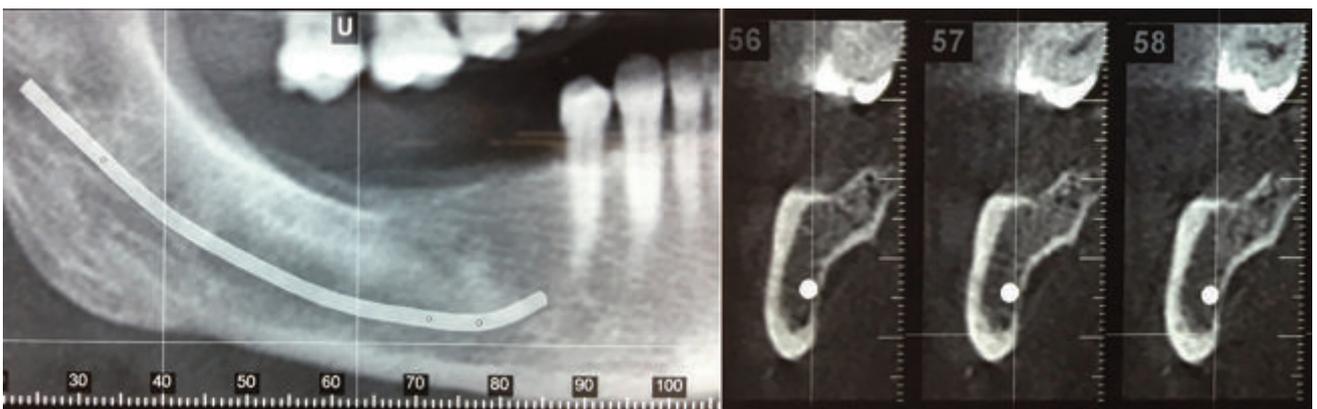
TAC mandibular. Imagen de la izquierda, corte frontal. Imagen de la derecha, corte sagital. Observamos cierta rarefacción ósea, áreas radiodensas y radiotransparentes.
